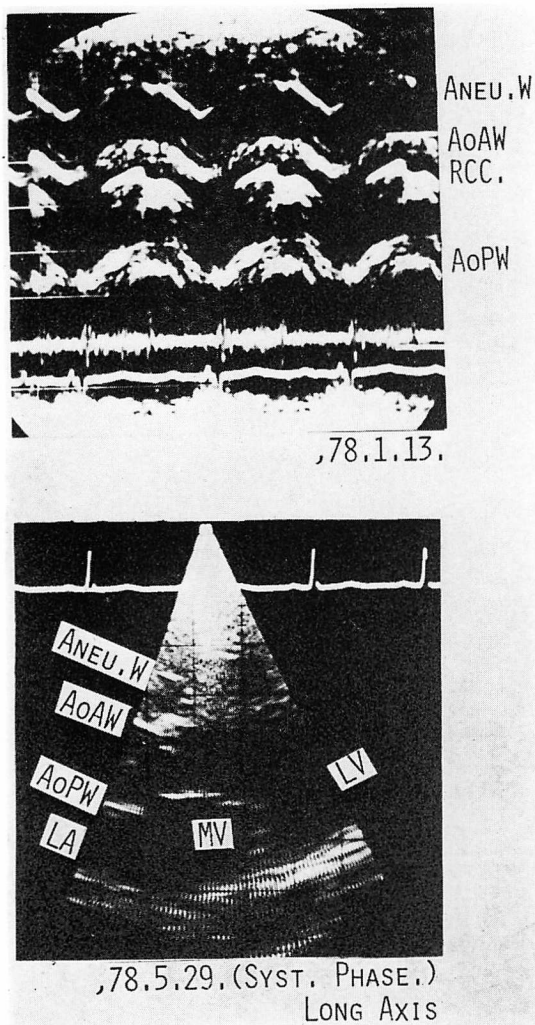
The echocardiogram of Case 1 (type I).
